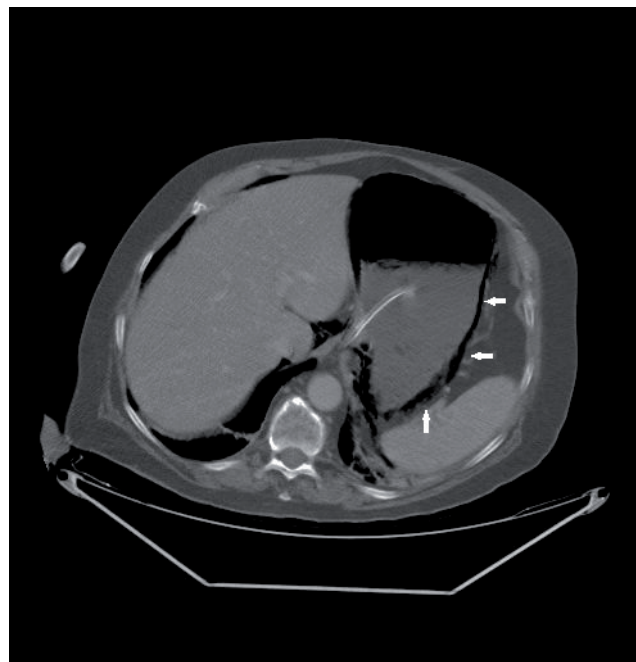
TAC abdominal donde se observa gas disecando la pared del estómago (flechas blancas).
